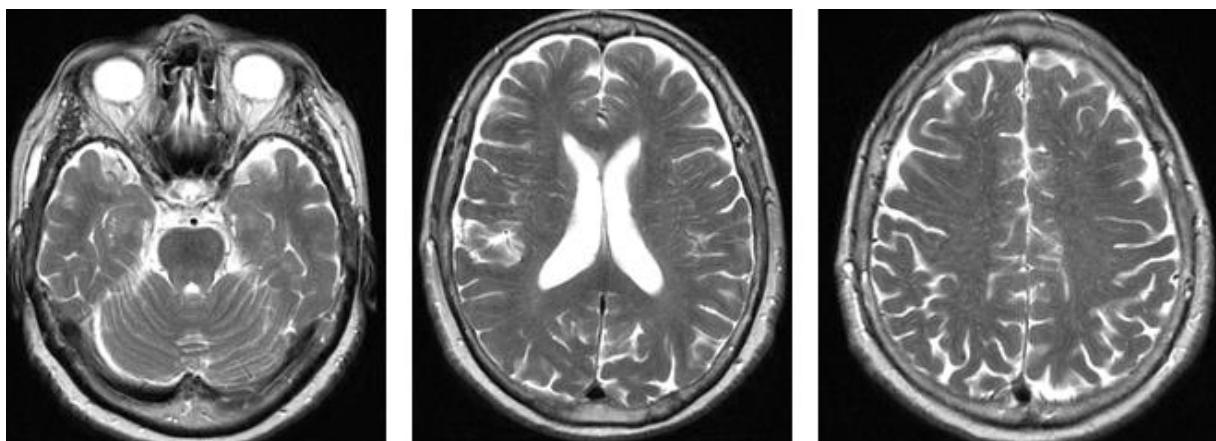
IRM cerebral. Semne de angioencefalopatie cerebrală.
